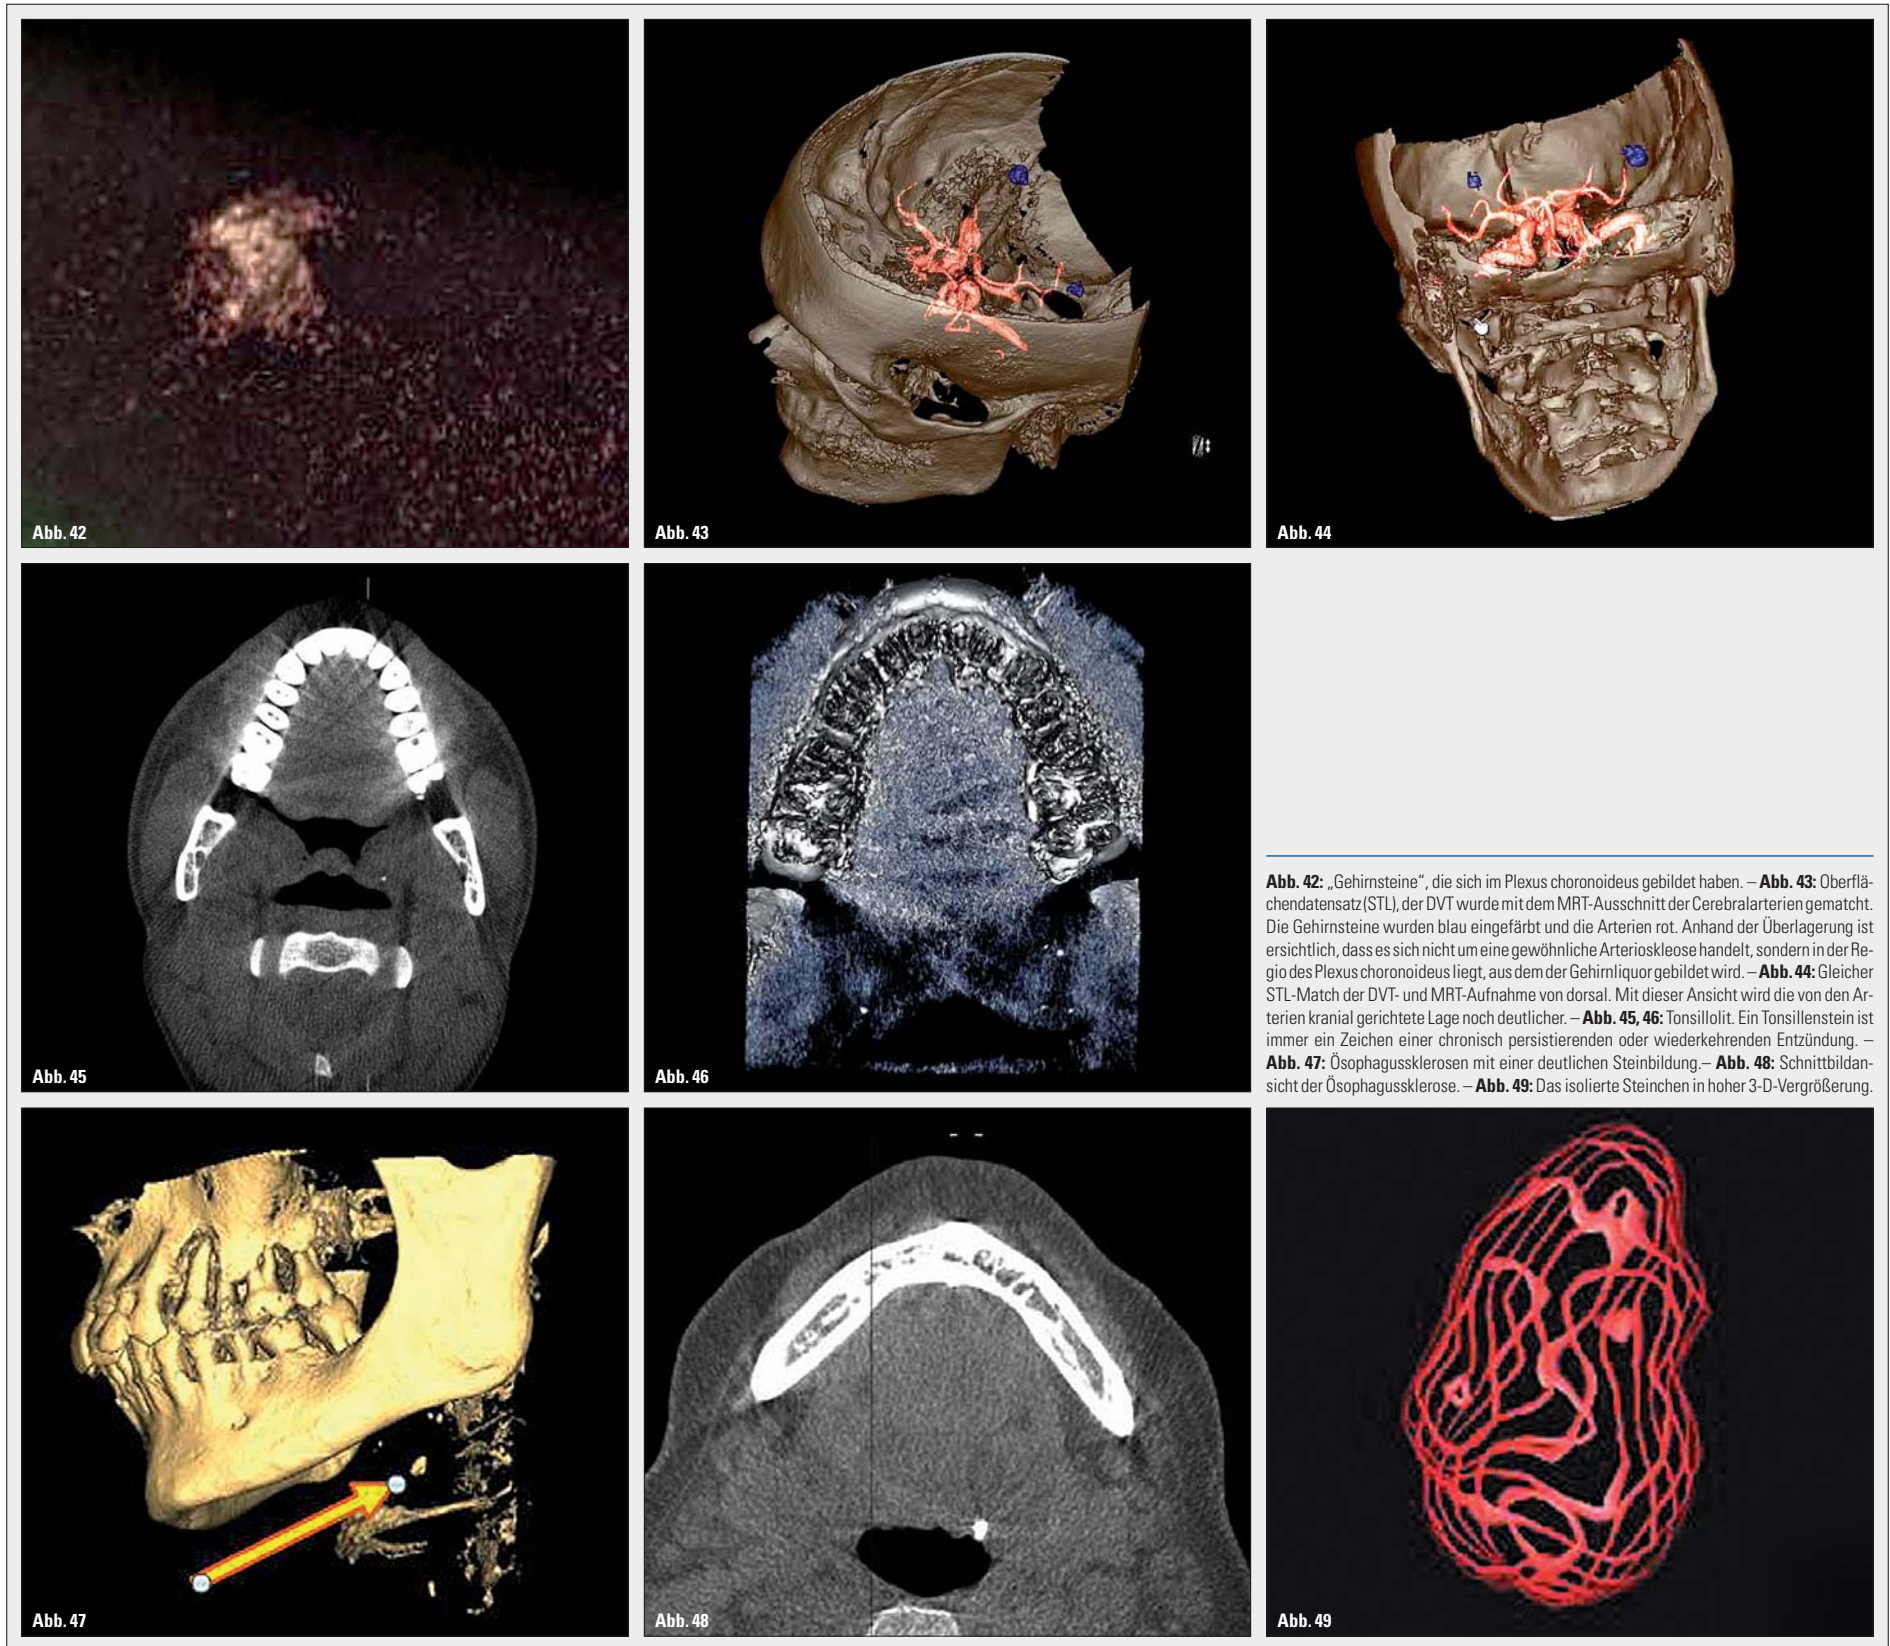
„Gehirnsteine“, die sich im Plexus choroideus gebildet haben. – Abb. 43: Oberflächendatensatz (STL), der DVT wurde mit dem MRT-Ausschnitt der Cerebralarterien gemacht. Die Gehirnsteine wurden blau eingefärbt und die Arterien rot. Anhand der Überlagerung ist ersichtlich, dass es sich nicht um eine gewöhnliche Arteriosklerose handelt, sondern in der Regio des Plexus choroideus liegt, aus dem der Gehirnliquor gebildet wird. – Abb. 44: Gleicher STL-Match der DVT- und MRT-Aufnahme von dorsal. Mit dieser Ansicht wird die von den Arterien kranial gerichtete Lage noch deutlicher. – Abb. 45, 46: Tonsillolith. Ein Tonsillenstein ist immer ein Zeichen einer chronisch persistierenden oder wiederkehrenden Entzündung. – Abb. 47: Ösophagusklerosen mit einer deutlichen Steinbildung. – Abb. 48: Schnittbildansicht der Ösophagusklerosen. – Abb. 49: Das isolierte Steinchen in hoher 3-D-Vergrößerung.
